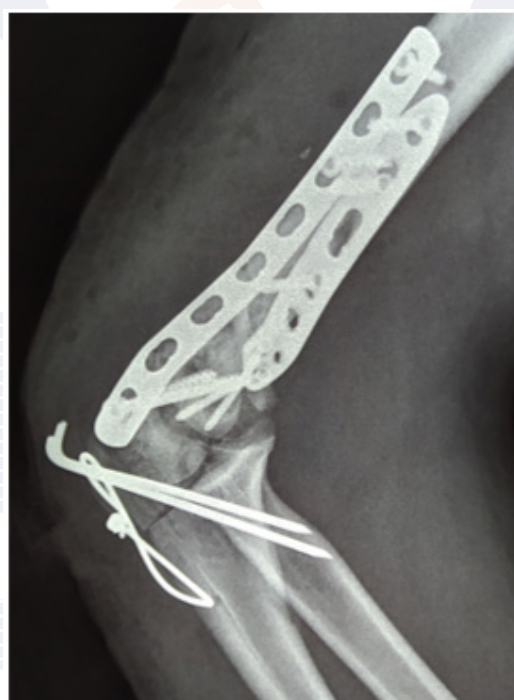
Radiografía lateral de codo.
